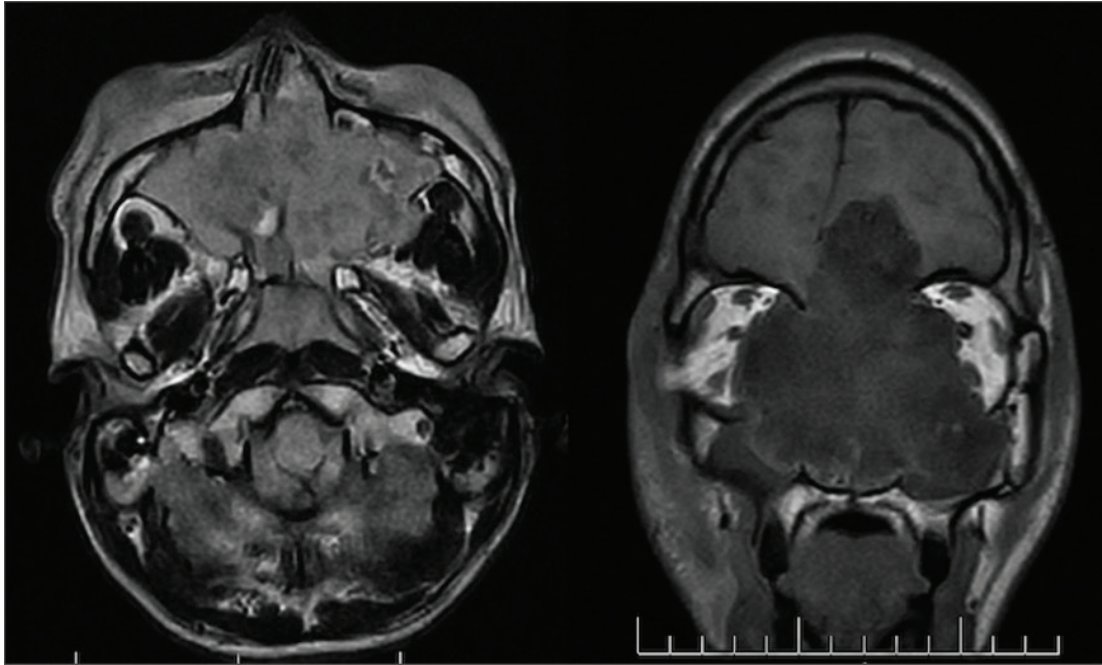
МРТ-снимок пациента с атипической хрящевой опухолью / хондросаркомой grade I костей основания черепа; горизонтальная и фронтальная проекции, режим T1. Опухоль с четкими границами и дольчатой структурой, экстра- и интракраниальным распространением разрушает кости основания черепа
